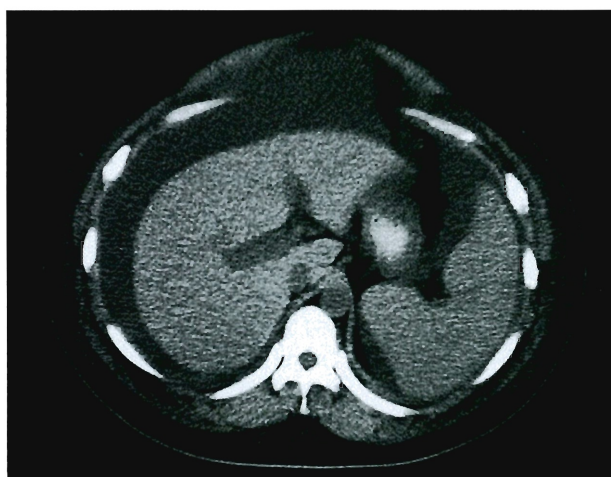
Abdominal computed tomographic scan on admission. Marked ascites and hepatosplenomegaly were observed.
